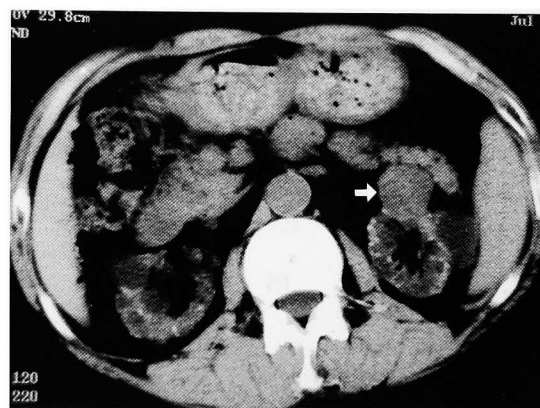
CT scan revealed a left renal tumor (arrow) as well as bilateral ACDK.
